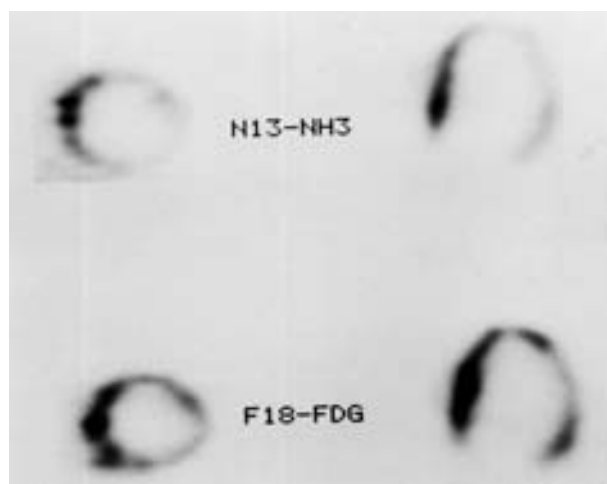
下壁心筋梗塞例のN-13アンモニアPET(上)とFDG-PET(下)
